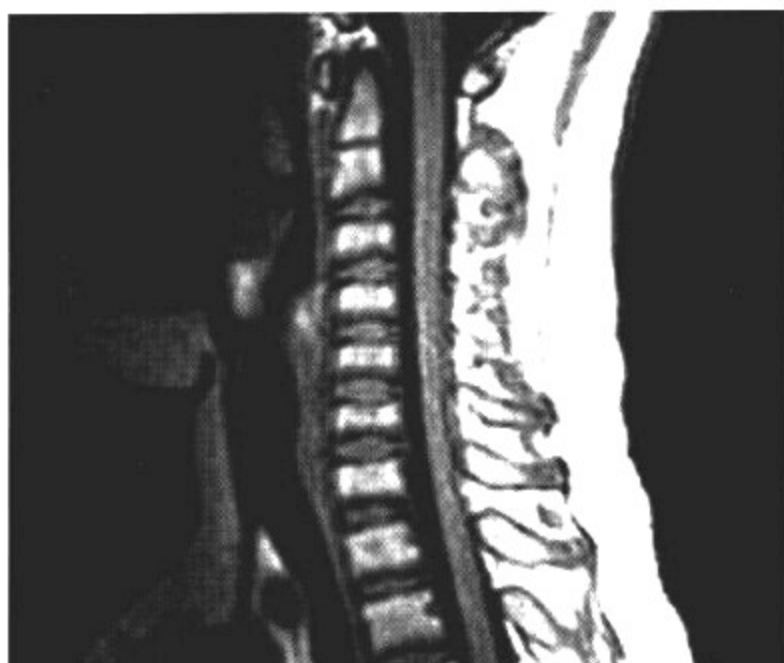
MRI 矢状面 T<sub>1</sub>WI
